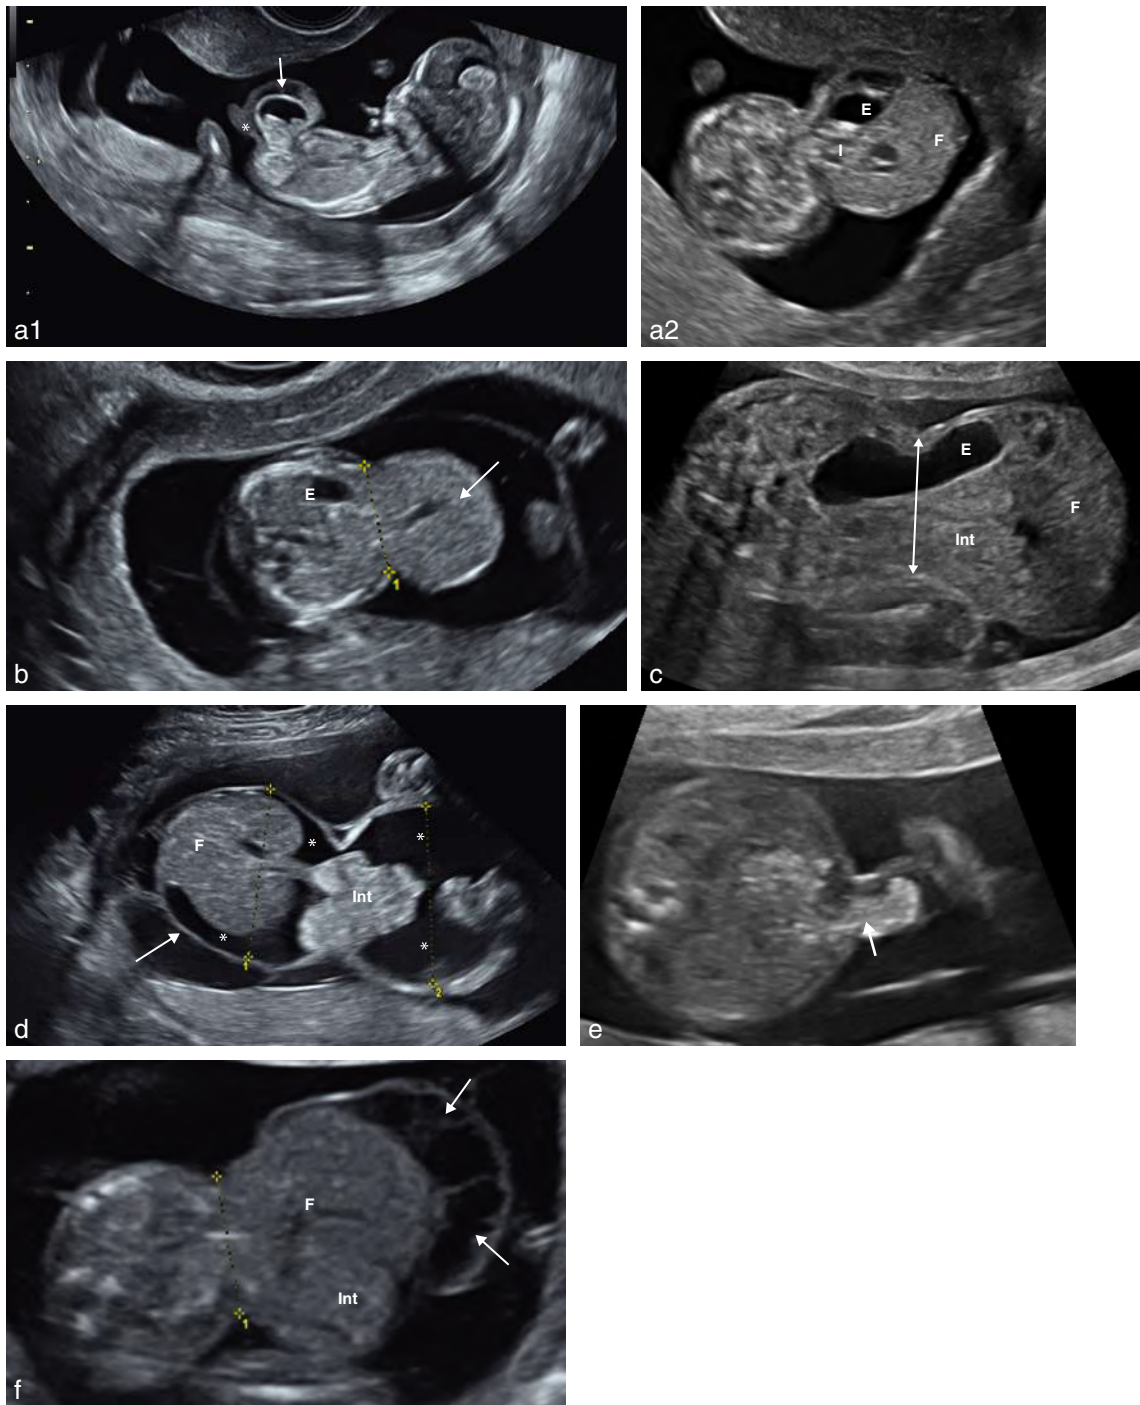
Omphalocèles – aspects échographiques. a1. 13 SA. Coupe longitudinale de l'embryon mettant en évidence une omphalocèle sus-ombilicale à contenu mixte (→). Cordon (*). a2 La coupe transversale de l'abdomen précise ce contenu : estomac (E), intestin (I), foie (F). b. Hépatocèle (13 SA). Coupe transversale de l'abdomen. Le contenu de l'omphalocèle est purement hépatique (→). Le collet (1) est large. L'estomac (E) est intra-abdominal. c. 26 SA. Coupe transversale de l'abdomen. L'omphalocèle est volumineuse avec un large collet (↔). Elle comporte le foie (F), un peu d'intestin (Int) et une partie de l'estomac (E). d. 25 SA. Coupe transversale de l'abdomen. Omphalocèle (→) dont le diamètre transverse est identique à celui de l'abdomen. Le collet est large laissant passer un peu d'intestin (Int). Le foie (F) est en totalité dans l'omphalocèle. Il existe une ascite majeure (*). e. 18 SA. Coupe transversale de l'abdomen passant par l'ombilic. L'intestin (→) s'insinue dans le pied du cordon au travers d'un collet de petite taille. L'étude chromosomique a révélé une trisomie 13. f. 25 SA. Coupe transversale de l'abdomen. Cette volumineuse omphalocèle contient l'ensemble du foie (F) et de l'intestin (Int). On individualise un aspect trabéculé de la gelée de Wharton (→) à ne pas confondre avec de l'ascite.
